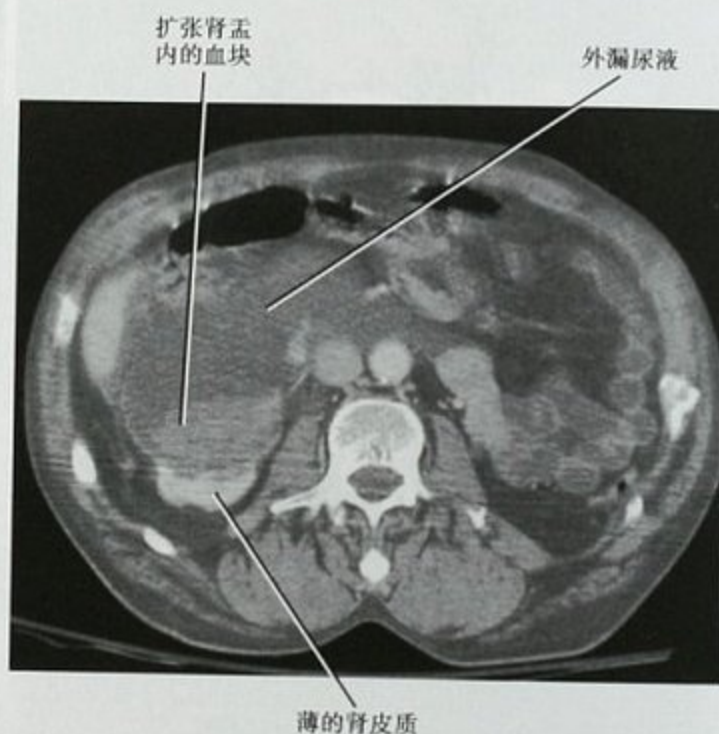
低速车祸, 增强 CT 检查显示后腹膜大量液体, 系由先天性肾盂输尿管联合部畸形性梗阻导致的肾盂扩张因外伤而破裂, 大量尿液渗入后腹膜
